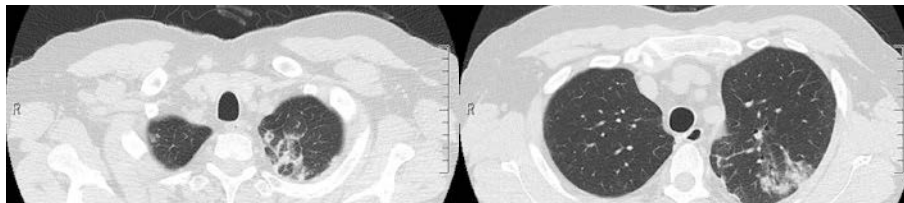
Chest CT findings on admission showed multiple patchy opacities in the upper lobe of the left lung.
